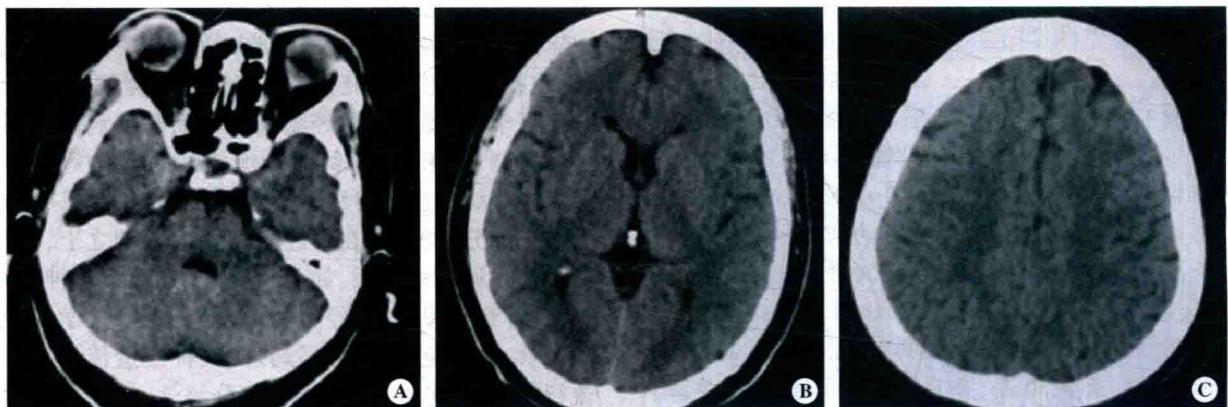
急查颅脑 CT 平扫未见急性缺血病灶和脑出血征象,符合溶栓治疗的适应证;结合该患者长期嗜烟、“血压偏高”史及视网膜动脉硬化征象,进一步诊断为动脉粥样硬化性血栓性脑梗死;鉴于该患者责任血管定位于左侧颈内动脉系统主干动脉,静脉溶栓效果有限,决定执行动脉溶栓/支架成形治疗模式,提高血管的再通率,改善该患者的预后
